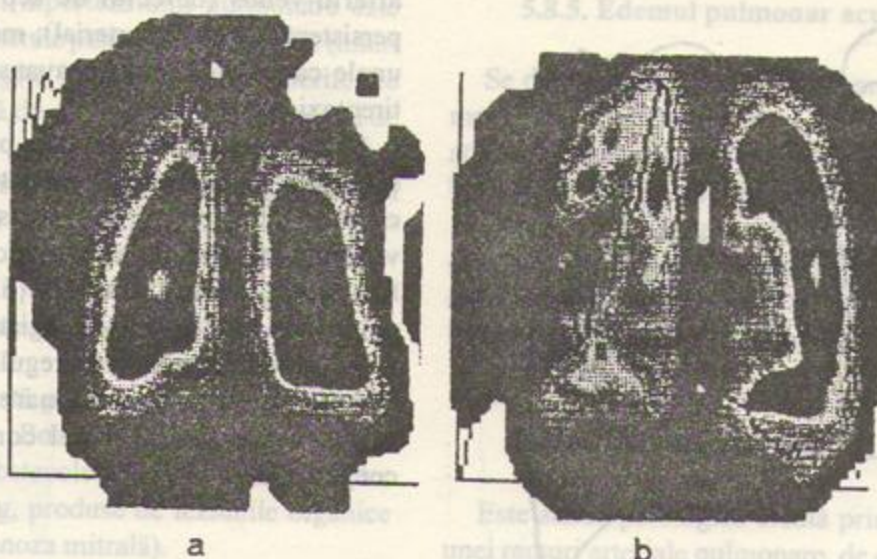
Investigare scintigrafică (tehnică ventilatorie) cu neon 133. a: aspect normal al parenchimului celor doi plămâni; b: parenchim ventilat deficitar (mai ales pe partea dreaptă) cu repleție întârziată (BPOC).
